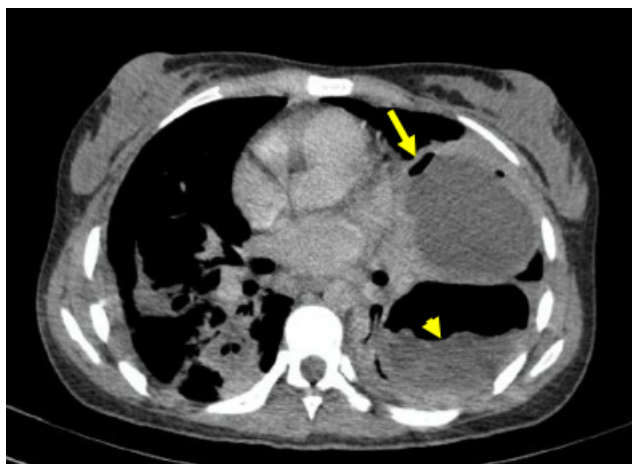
Tomografía computada de tórax en corte axial en ventana mediastínica. En el hemitórax izquierdo se observan dos imágenes quísticas, ambas con alteraciones sugerentes de rotura de la pared quística: pequeña imagen aérea localizada en la periferia del quiste (flecha) y presencia de nivel hidroaéreo (punta de flecha). En el hemitórax derecho se visualizan imágenes aéreas residuales y regiones de colapso parenquimatoso secundarias a cirugía resección del quiste hidatídico.
